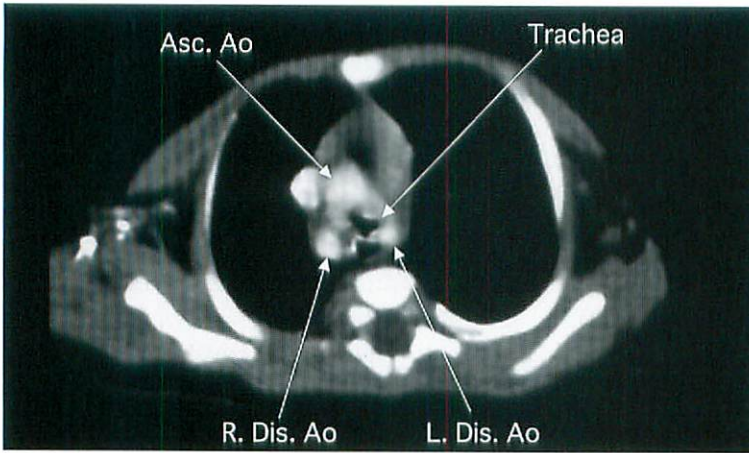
Axial CT scan of case 1 at the level of the aortic arch shows the trachea compressed by the right and the left aortic arches.
